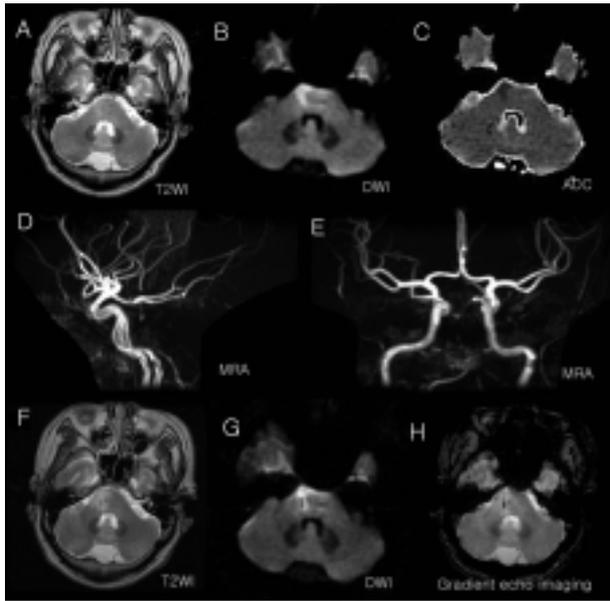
Serial Brain MRI and MRA of case. (A-C) Initial T2-weighted image (T2WI), diffusion-weighted image (DWI), and apparent diffusion coefficient (ADC) map show the abnormal signal in the right basis pontis, suggesting the cytotoxic edema. (D & E) MRA show the interruption of basilar artery signal, suggesting the severe stenosis. (F-H) Follow-up MRI obtained on the next day show the extension and microbleeding in the corresponding lesion.
